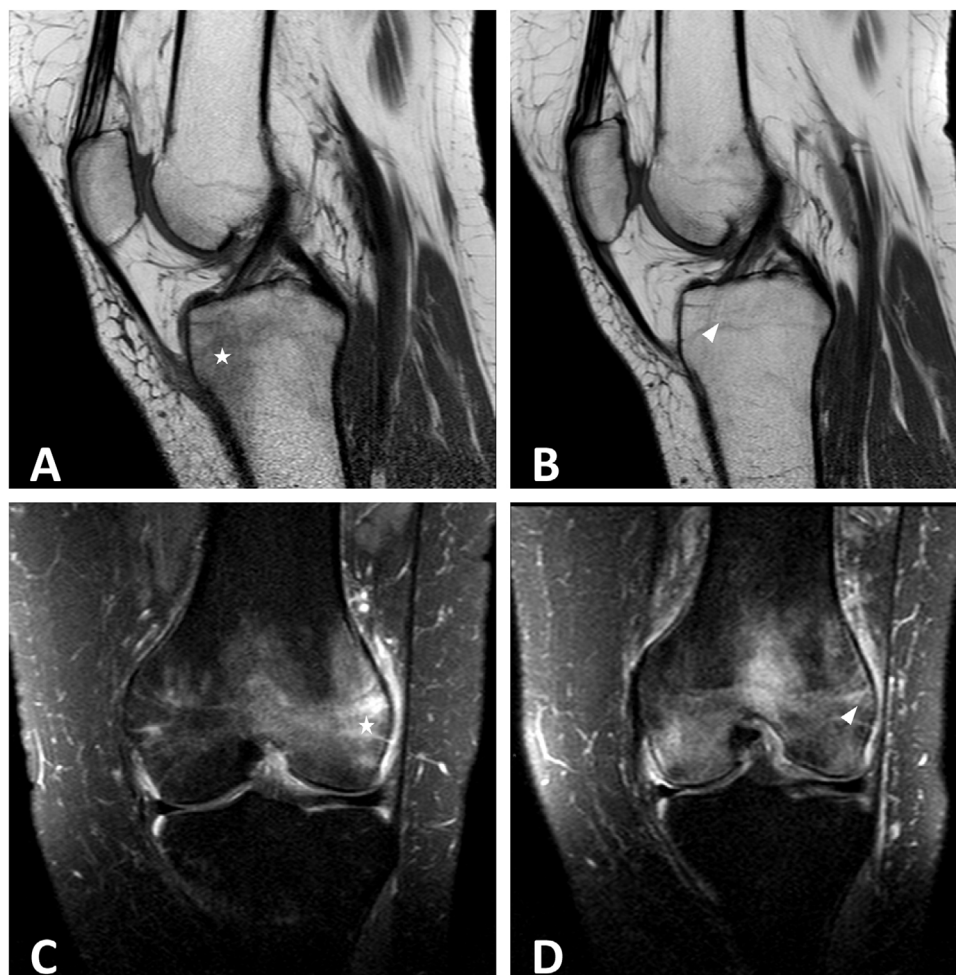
Caso clínico 2. A y B) RMN corte sagital en T1 donde se observa edema óseo en epífisis tibial proximal derecha hipointenso. C y D) RMN corte coronal de la misma articulación en T2, en el que se observa el edema óseo hiperintenso.
